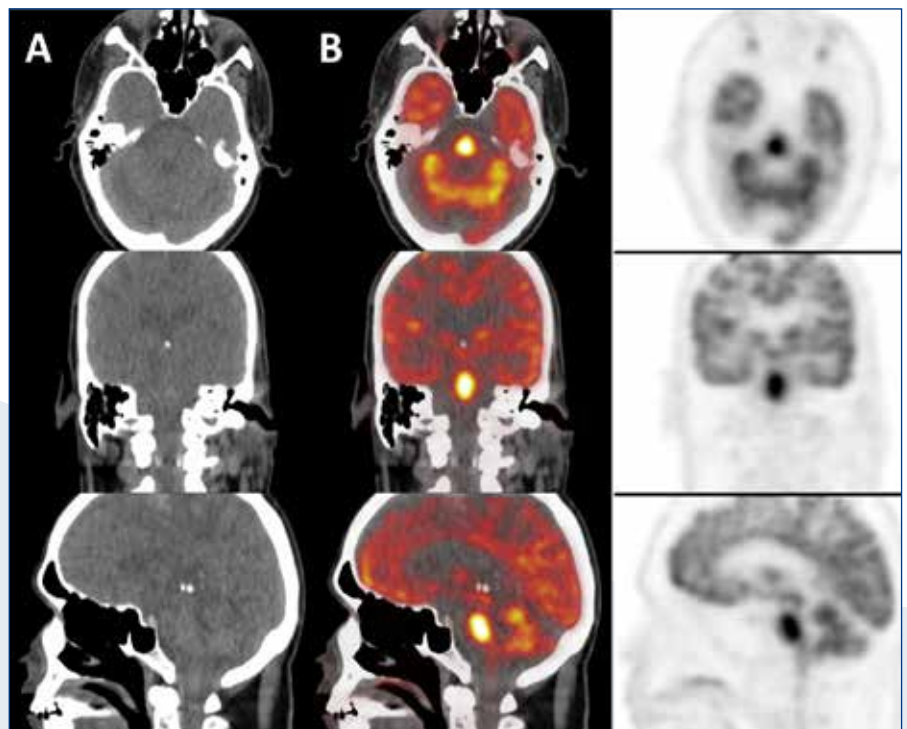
Non-enhanced low-dose computed tomography (CT) images showing no signs of ischemia or intracranial haemorrhage (A). [¹⁸F]FDG-PET/CT transaxial, coronal and sagittal images with high uptake in the pontine region (B).
